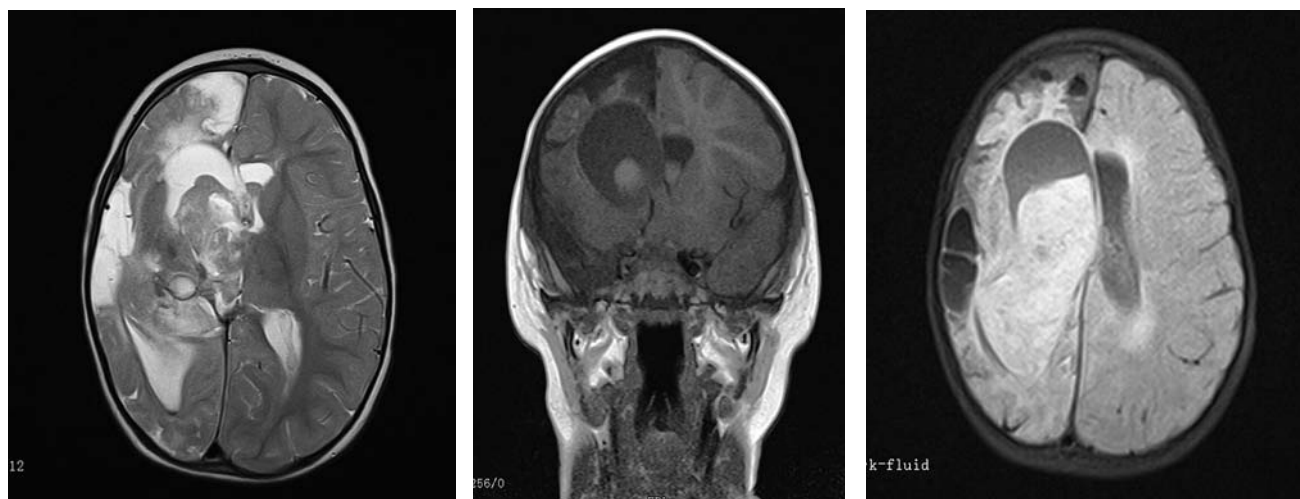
МРТ-картина головного мозга пациентки К., 1,5 года. Острое внутривentricular и субарахноидальное кровоизлияние. Признаки мешотчатой аневризмы правой задней мозговой артерии. Острый ишемический инфаркт в бассейне правой задней мозговой артерии на фоне выраженных постинфарктных кистозно-глиозно-атрофических изменений правого большого полушария. Умеренная дислокация срединных структур
